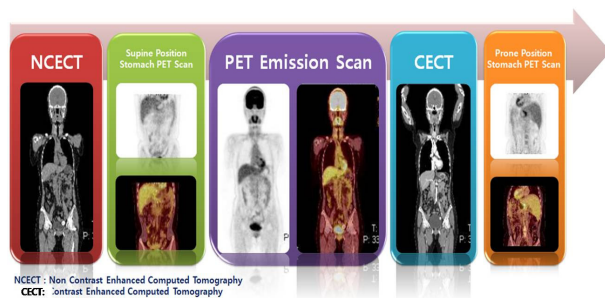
The procedure of the examination consists of 5 stages. First, Scout scan and NCECT(Non-Contrast Enhanced CT) needs 1 minute. Second, stomach PET scan (emission scan) takes 6 minutes with supine position. Third, body NCECT and PET scan takes 18 minutes. Forth, CECT (contrast enhanced CT) needs for 4 minutes. Fifth, stomach PET scan takes 6 minutes with prone position.
